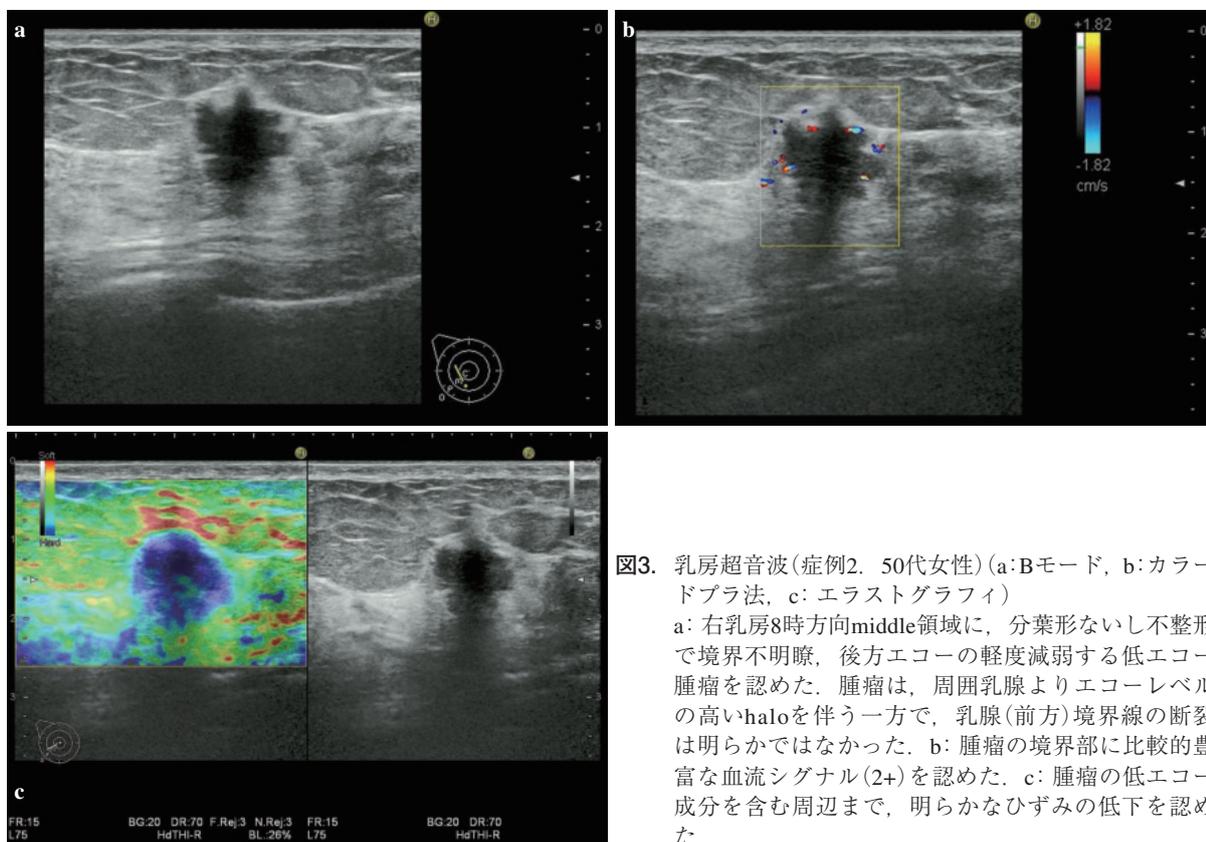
乳房超音波(症例2. 50代女性)(a: Bモード, b: カラードプラ法, c: エラストグラフィ)
